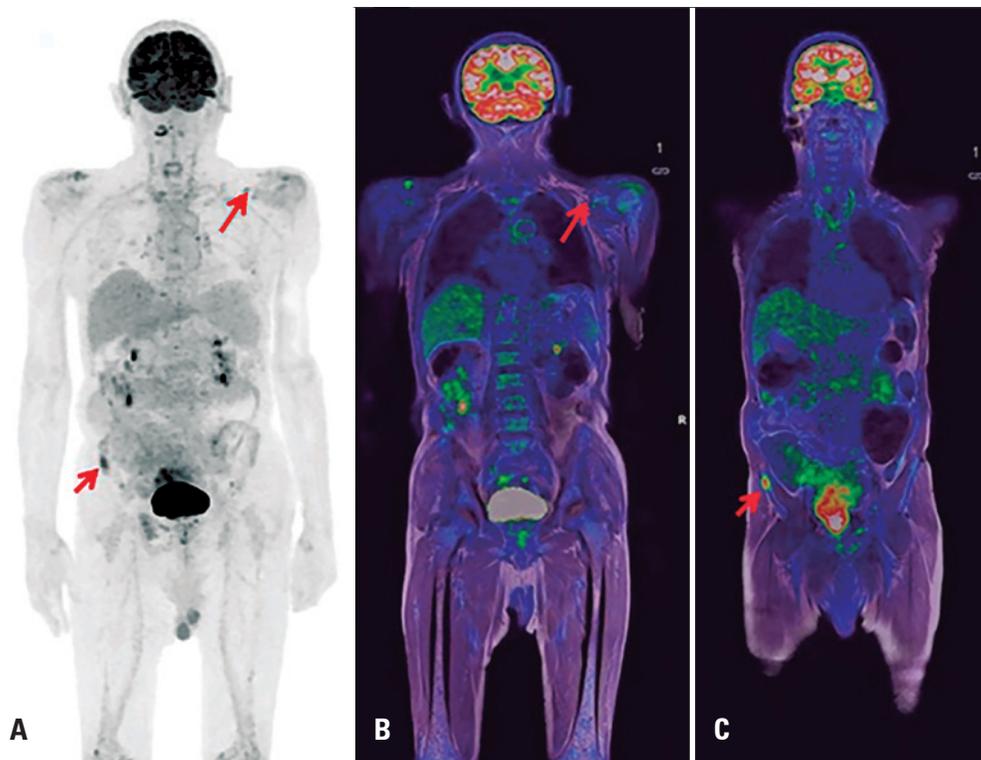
Imagens de ¹⁸F-FDG PET/RM de corpo inteiro de um paciente do sexo masculino com mieloma múltiplo após a quimioterapia, mostrando atividade metabólica residual na crista ilíaca direita e linfonodo supraclavicular esquerdo hipermetabólico (setas). (A) PET, projeção em máxima intensidade; (B e C) imagem fusionada de PET/RM, corte coronal ponderado em T1
